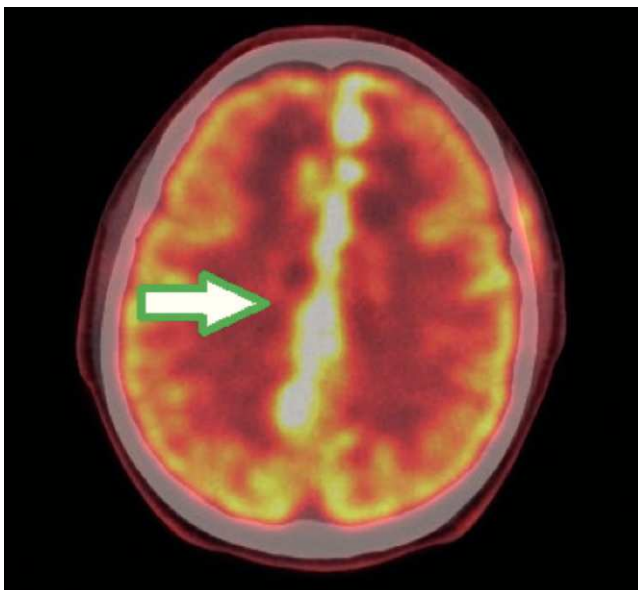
PET/CT imagen fusionada del cerebro. Corte axial que muestra el compromiso hipermetabólico antes descrito con su correcta localización anatómica en el TAC.
